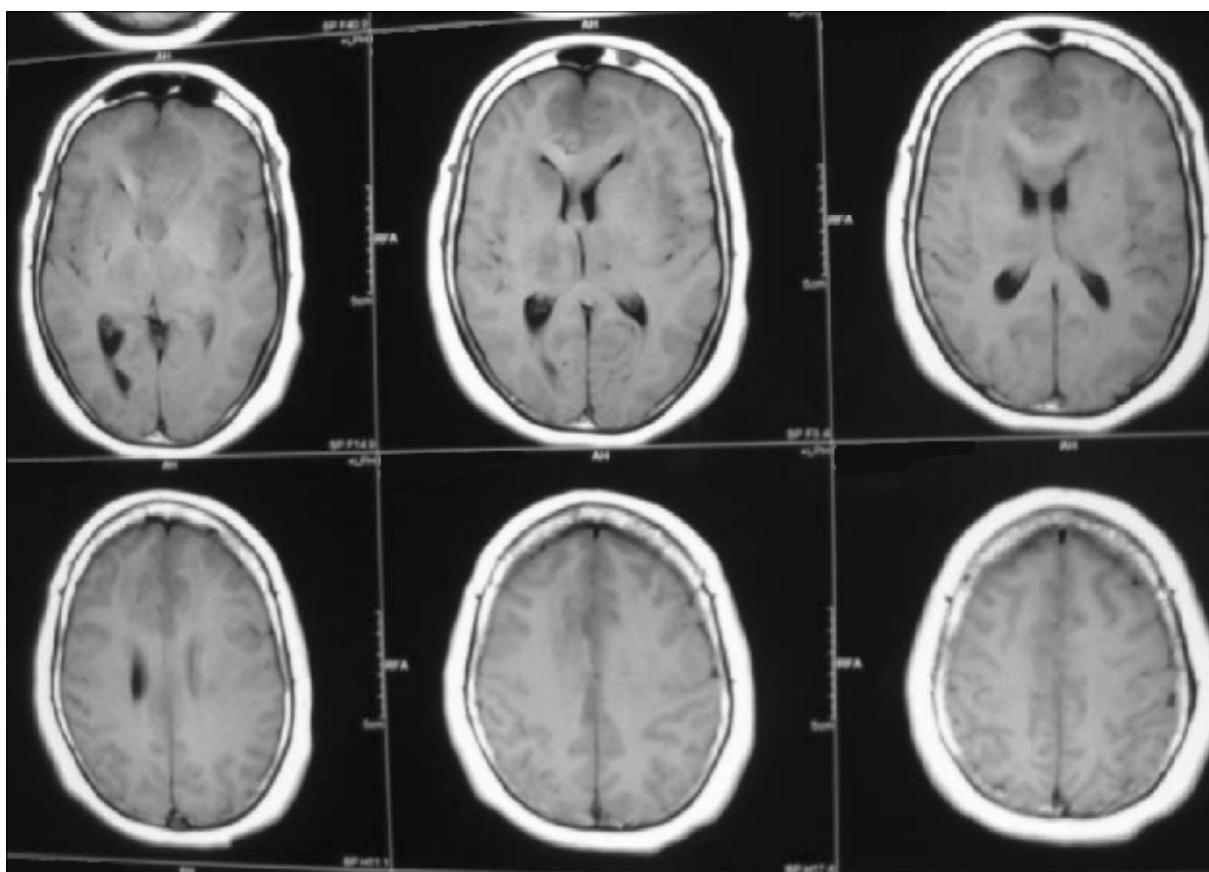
Resonancia magnética
